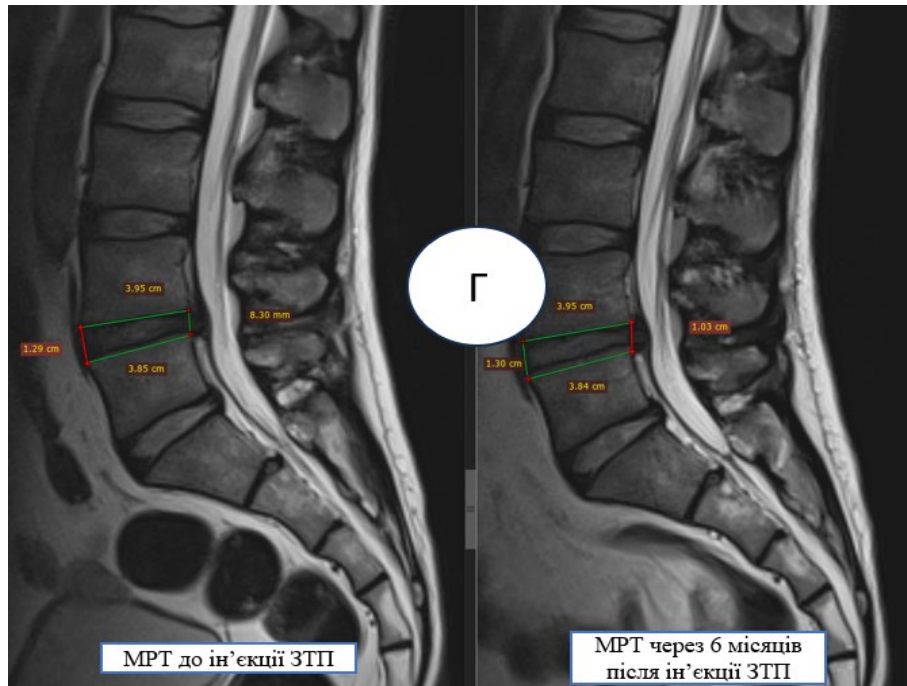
Клінічний приклад «Г» МРТ зображень з параметрами індекса диска до внутрішньодискової ін'єкції ЗТП та через 6 місяців після ін'єкції.
